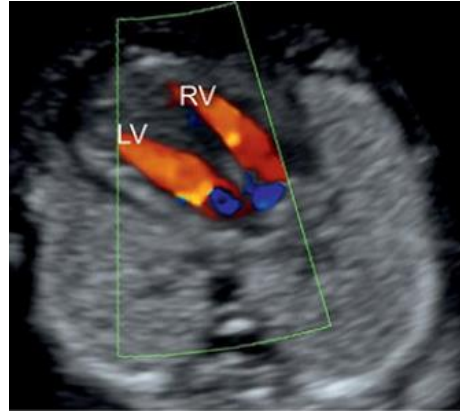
Corte 4 cámaras Doppler. 14 SG. Llenado normal durante la diástole.
